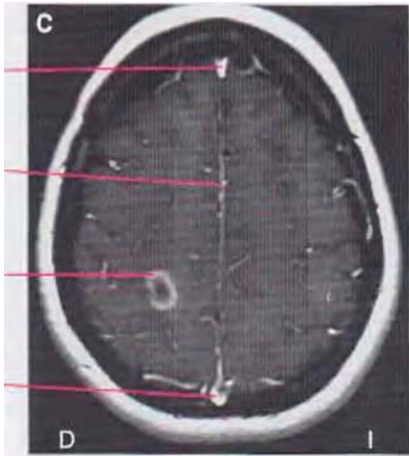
Uso de RM para mostrar patología intracraneal. (Proporcionadas por el Dr. Raymond F. Carmody.)
